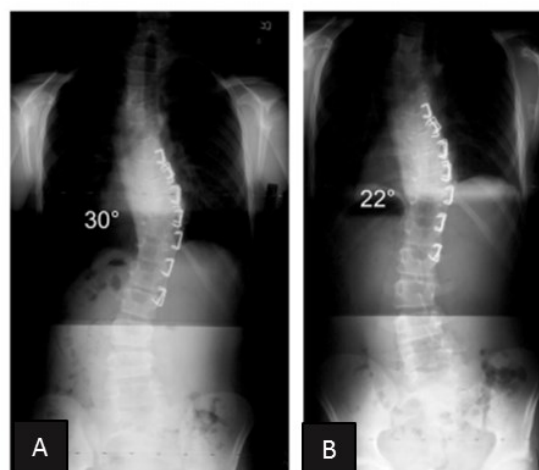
Radiographies coronales d'une instrumentation avec agrafes vertébrales en Nitinol entre T7 et L2. Correction d'une déformation de 38° après (a) 1 an et (b) 3 ans d'insertion (Modifiée de [84]).
